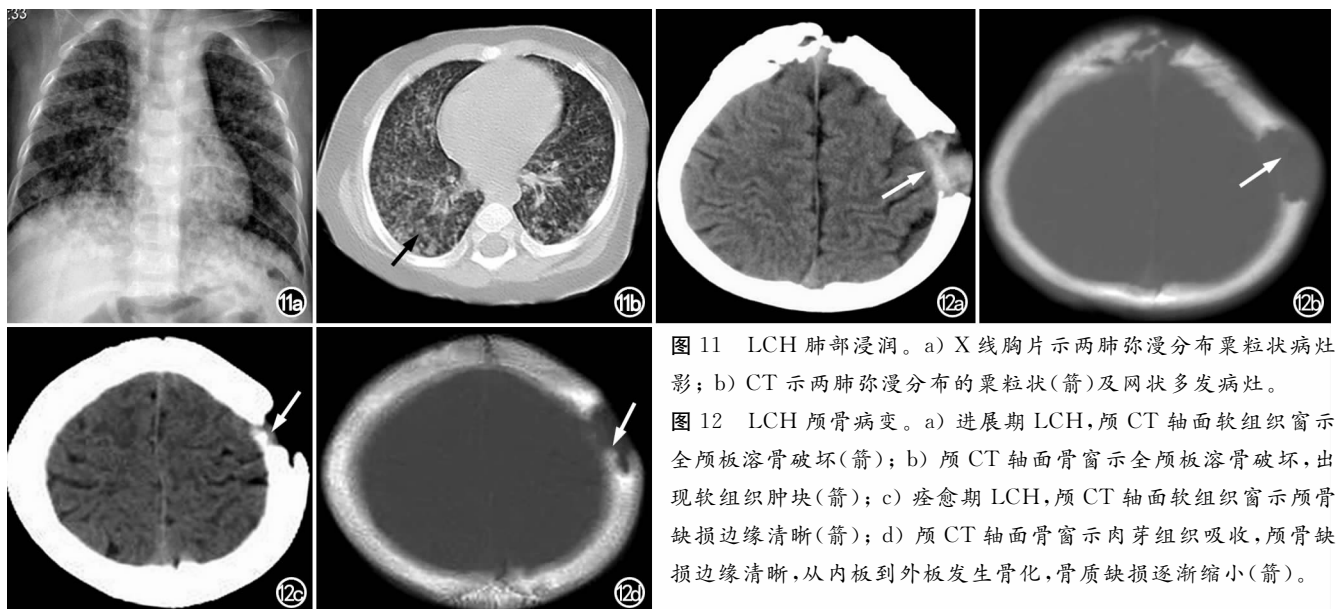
LCH 肺部浸润。a) X 线胸片示两肺弥漫分布粟粒状病灶影; b) CT 示两肺弥漫分布的粟粒状(箭)及网状多发病灶。
